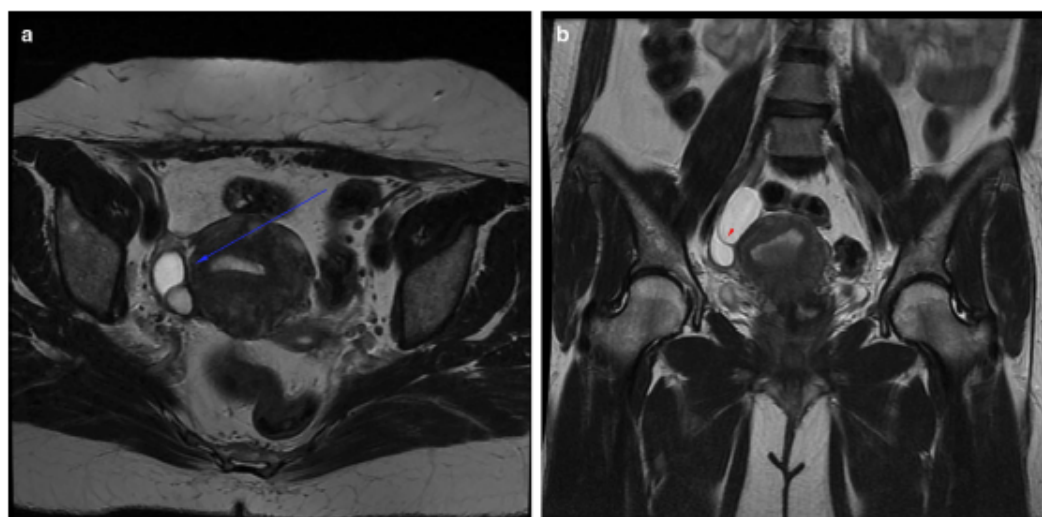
An ADNEX MR score 3 mass, followed up for 2 years with stable findings. a Axial T2-weighted spin-echo image demonstrates cystic loculated mass (blue arrow). b Coronal T2-weighted image demonstrates thin septa (red arrowhead)
